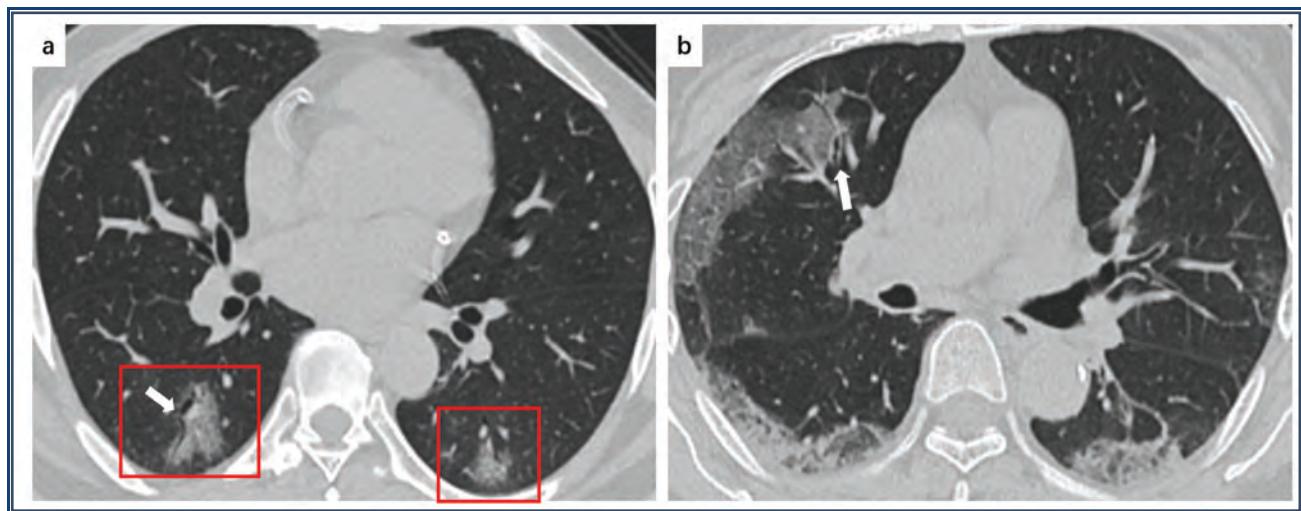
a* 48-летний мужчина с COVID-19, страдающий лихорадкой в течение 5 дней. КТ показывает двусторонний симптом «матового стекла» в нижней доле (красные рамки) и воздушную бронхограмму (белая стрелка) в левой субплевральной области. *b* У 66-летнего мужчины, больного COVID-19, наблюдается лихорадка с кашлем в течение 7 дней. КТ показывает ретикулярную картину в субплевральных областях нижних долей обоих легких, симптомом «матового стекла» и утолщение бронхиальной стенки (белая стрелка) в средней доле правого легкого.
